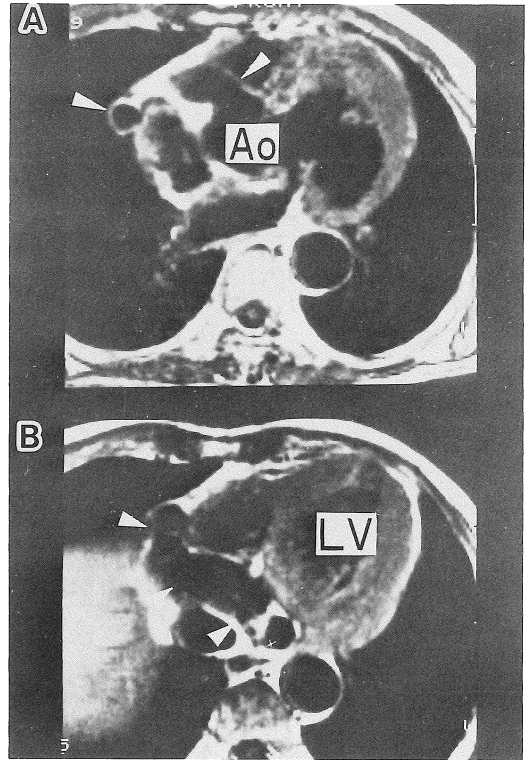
Axial cardiac gated MR imaging (TR=810ms, TE=15ms). A ; Section obtained at the root of the aorta demonstrating the markedly enlarged proximal right coronary artery (arrowheads). B ; Axial scan near the inferior surface of the heart. Markedly dilated distal right coronary artery is demonstrated in the right atrioventricular groove (arrowheads).
